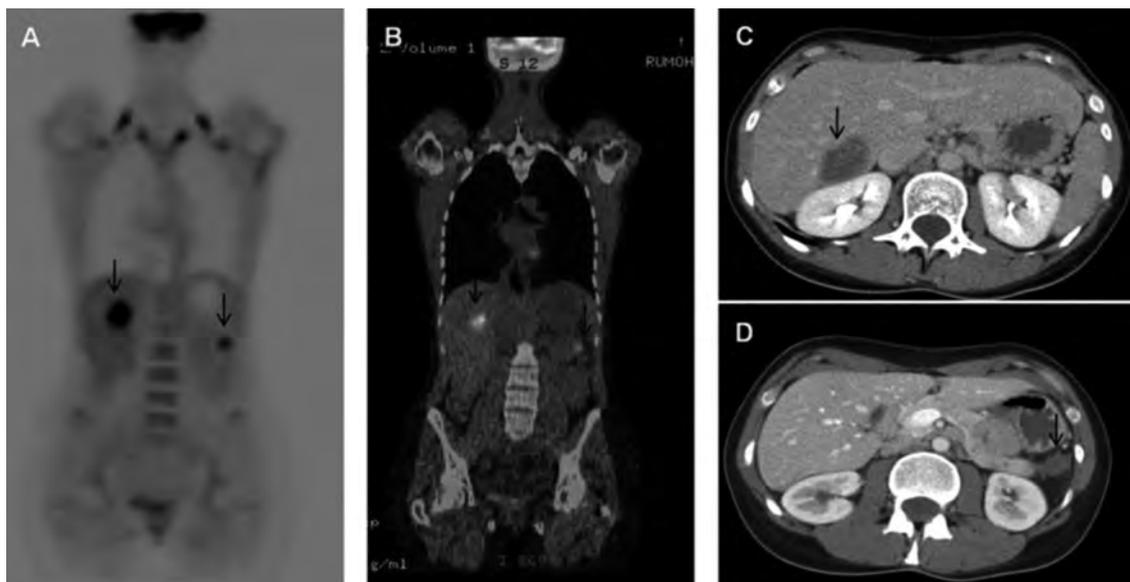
PET-TC mujer de 49 años. A: Imágenes coronales de FDG-PET. B: PET-TC fusionadas de cuerpo entero que muestran una intensa absorción de FDG en el hígado y otra adyacente a la cola de páncreas (flechas). C: Imagen axial que muestra el depósito metastásico en el lóbulo derecho del hígado (flecha). D: Otro depósito metastásico peritoneal extrahepático discreto, evidente en el lado izquierdo de la parte superior del abdomen en A y B (flecha) que en la imagen D se encuentra adyacente a la cola del páncreas (flecha). FDG indica 18-Fluoro-desoxiglucosa.
